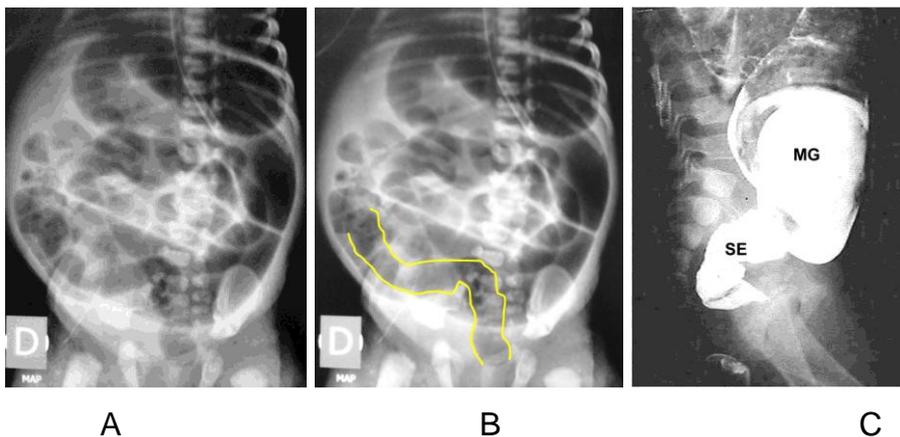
A) Radiografía simple de abdomen en decúbito. Distensión intestinal generalizada por oclusión intestinal baja, B) obsérvese el segmento estrecho demarcado en la radiografía simple (A), C) Colon con contraste iodado isosmolar, a baja presión, visto en perfil. Muestra el segmento estrecho (SE) en
